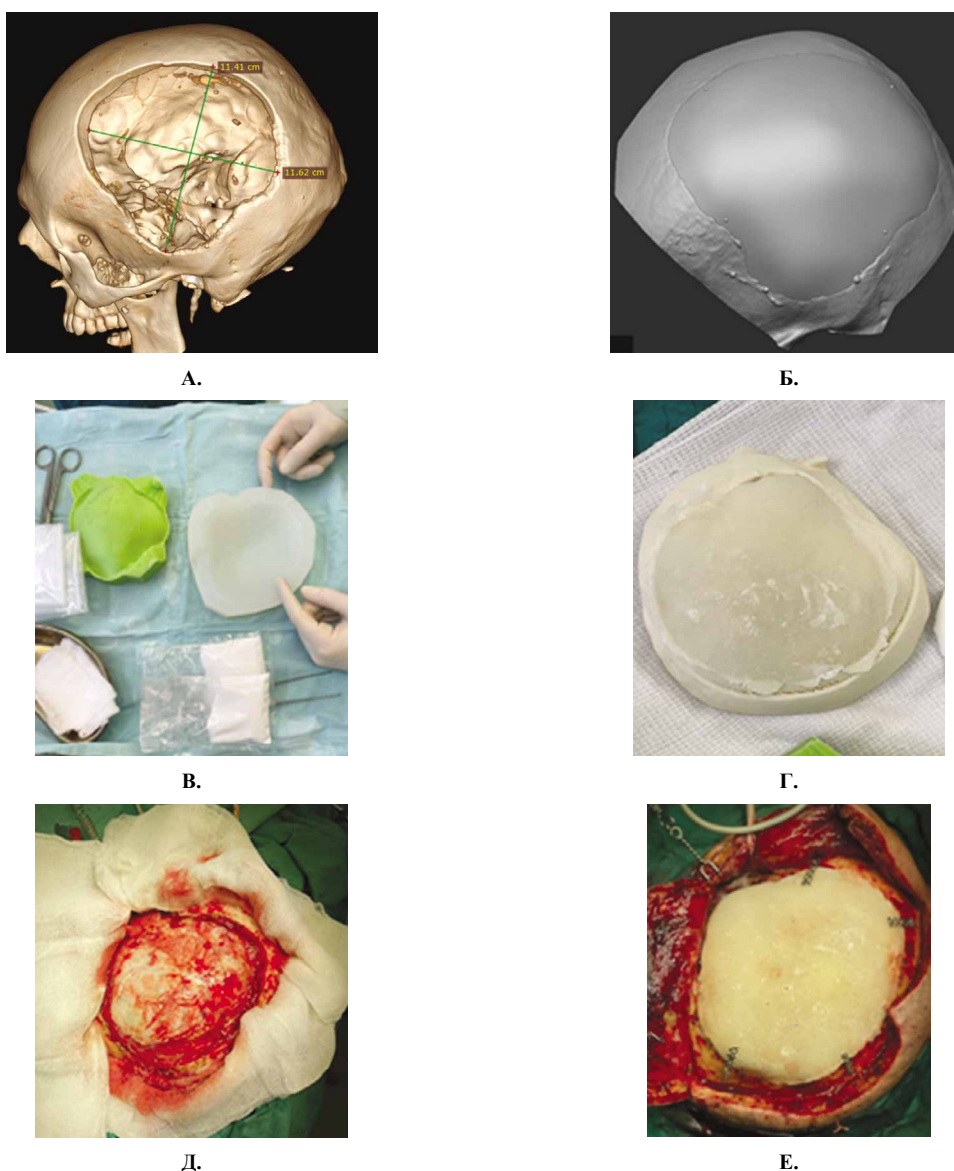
Результаты замещения дефекта костей черепа с использованием аддитивных технологий. А. — данные КТ до оперативного вмешательства; Б. — результат замещения дефекта костей черепа. В. — интраоперационное изготовление имплантата. Г. — примерка и доработка имплантата на заранее распечатанном контуре дефекта черепа. Д., Е. — замещение дефекта костей свода черепа (до и после установки имплантата).
